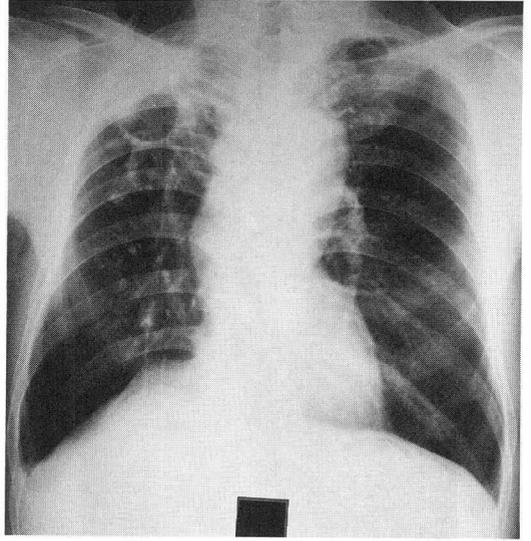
Chest Roentgenogram on Admission.
